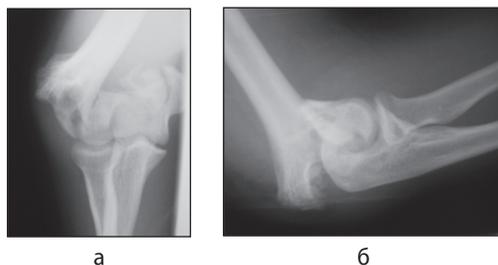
Рентгенограммы локтевого сустава больного Р., 52 года, в прямой (а) и боковой (б) проекциях
